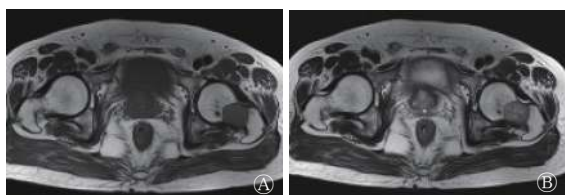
颅内间变性血管外皮细胞瘤伴骨转移患者双侧髋关节MRI图(2014年3月15日) 图中, A: T1加权成像序列, 左股骨颈类圆形等T1信号; B: T2加权成像序列, 左股骨颈不均匀长T2信号。
